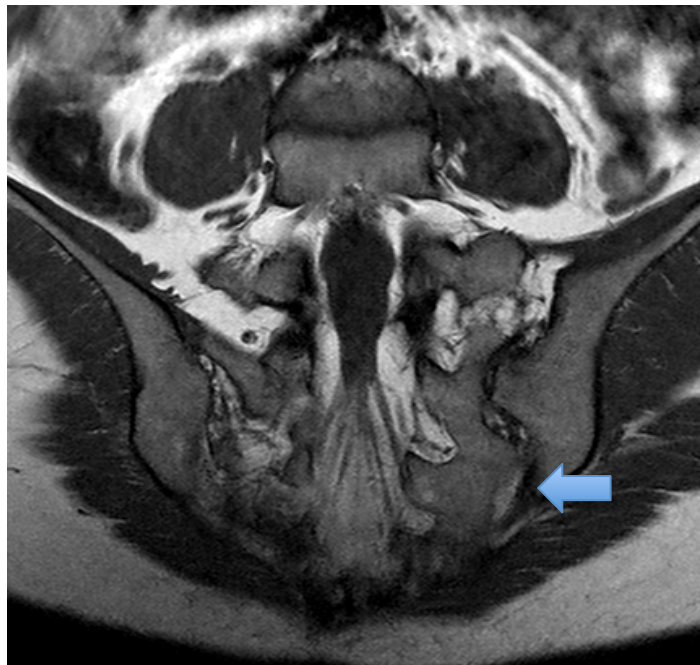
Coupe coronale des articulations sacro-iliaques en IRM. Pondération T1. Articulation sacro-iliaque accessoire gauche (flèche).
